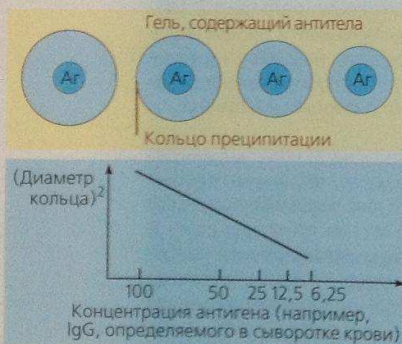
Реакция радиальной иммунодиффузии
